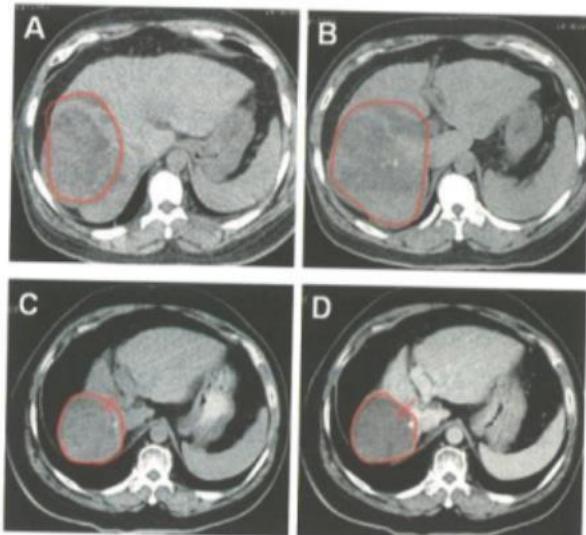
例4的CT图像。A和B，治疗前，肝右后叶占位性病变，最大径14 cm，边缘不整，周围有子灶，伴门静脉癌栓；C（平扫）和D（延迟期），2018年3月23日CT：肝右S7、8段类圆形低密度灶，边缘清晰，形成假包膜，病变内无强化，CT值27HU，内有低密度坏死区（箭头所指圆圈内），提示肿瘤失去活性，出现液化坏死
